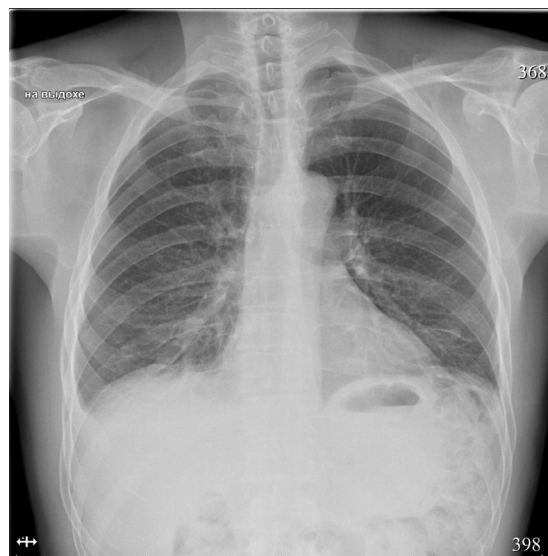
Тот же пациент. Рентгенограмма органов грудной полости 19.02.2025 г. (после удаления плеврального дренажа, на 3-й день после госпитализации). Полное разрешение отмеченных ранее изменений. Фронтальная проекция: снимок на выдохе, фокусное расстояние 180 см., вертикальное положение пациента
